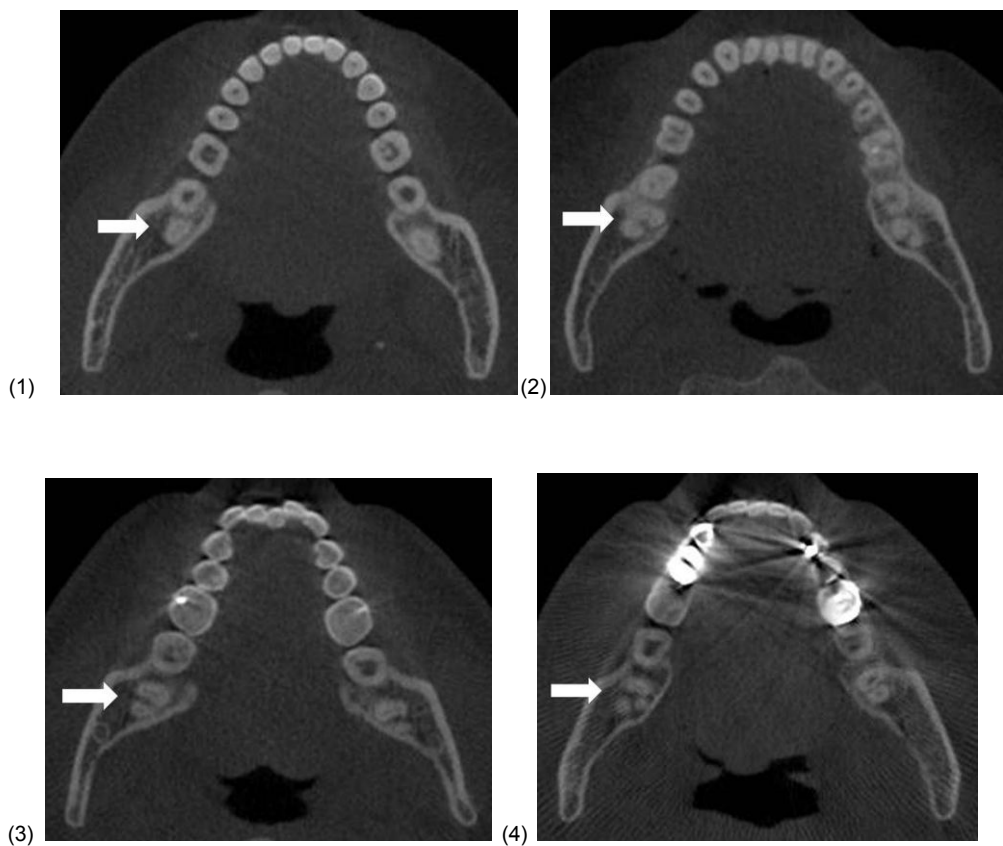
Tomografía computarizada mostrando terceros molares inferiores con una raíz (1), Tomografía computarizada mostrando terceros molares inferiores con conductos en forma de "C" (2), Tomografía computarizada mostrando terceros molares inferiores con dos raíces (3), Tomografía computarizada mostrando terceros molares inferiores con tres raíces.⁴
